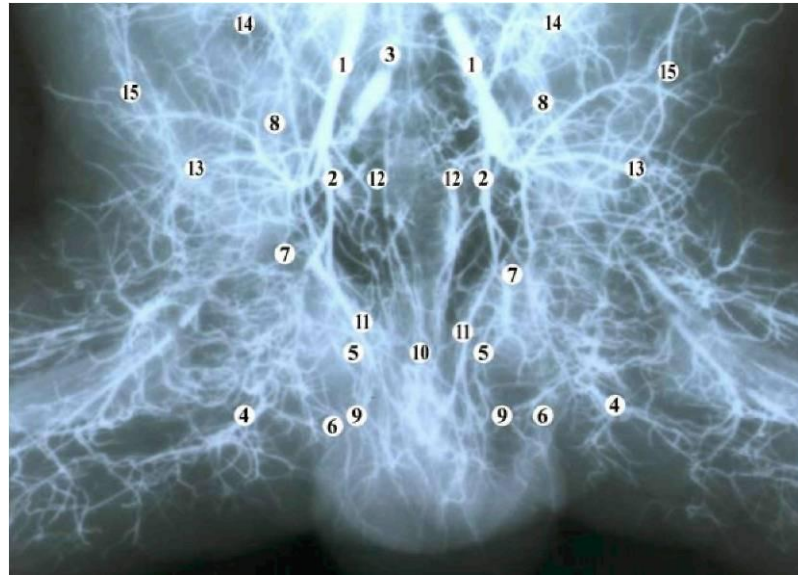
Контрастована рентгеновазограма живота, таза і промежини новонародженого. Венозні судини заповнені сумішшю на основі свинцевого сурику. Зб. x1,6:
